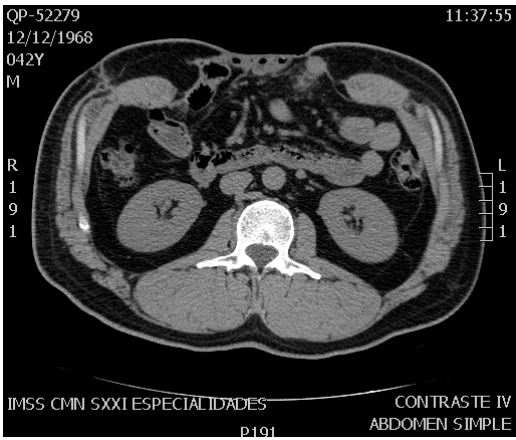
Tomografía con hernia incisional ventral compleja. En el lado izquierdo se muestran las fotos preoperatorias. Del lado derecho se aprecia el resultado posoperatorio.
